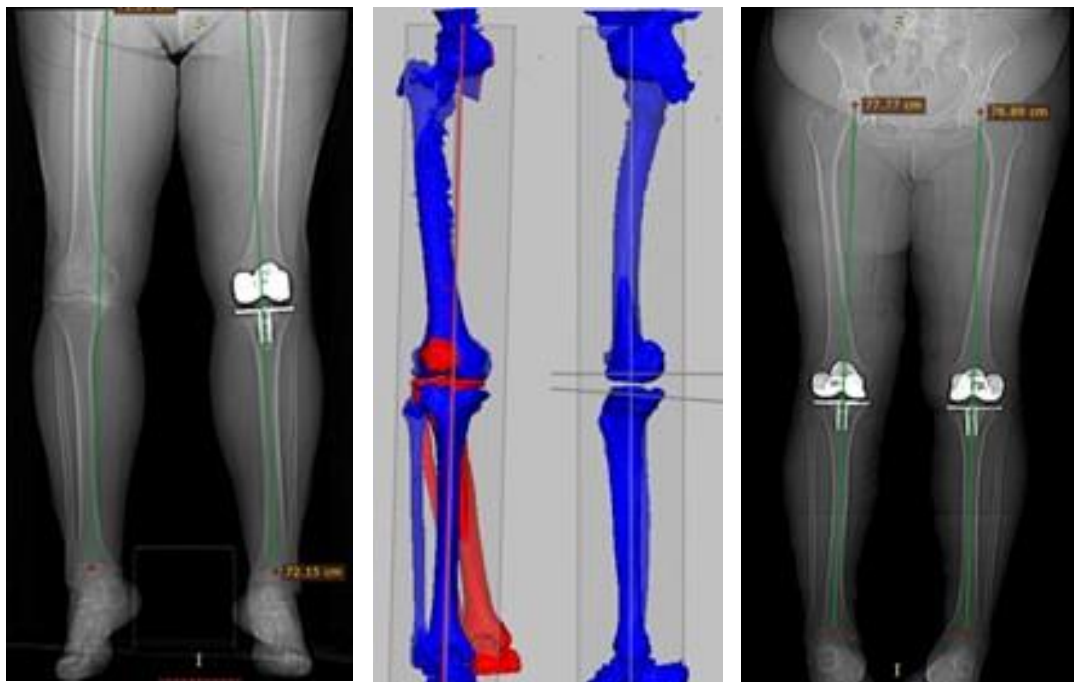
Пацієнтка Д., 70 років, результат вирівнювання правої нижньої кінцівки, яке проведено точно за аналогією з вже оперованою раніше лівою нижньою кінцівкою. На рентгенограмі після операції на правому коліні відзначено симетричне положення механічної осі.
